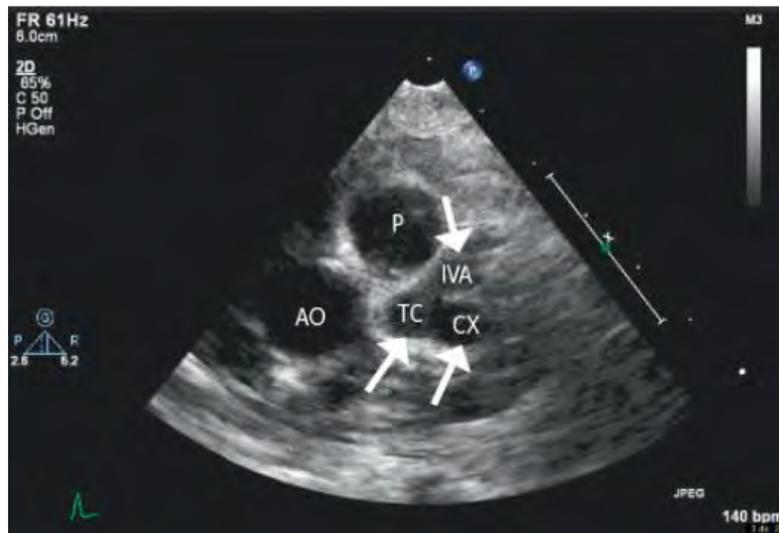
Echocardiographie démontrant des anévrismes de l'artère coronaire gauche chez un patient atteint de la maladie de Kawasaki AO : valve aortique ; P : valve pulmonaire ; TC : tronc coronarien gauche ; CX : artère circonflexe ; IVA : artère interventriculaire antérieure ; flèches blanches : anévrismes. Rev Med Suisse 2018; volume 14. 384-389 Maladie de Kawasaki : mise à jour
